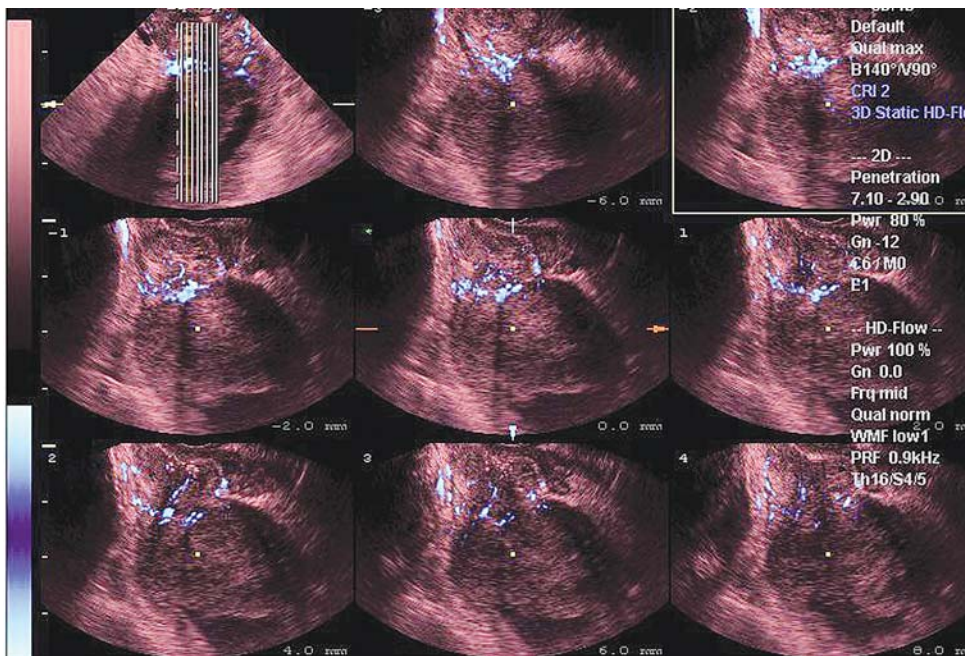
Эндокавитарное сканирование, режим мультислайс (ультразвуковая томография), оценка васкуляризации опухоли и зоны ее основания, архитектуры сосудистого дерева. Опухоль мочевого пузыря, признаки инвазии.
